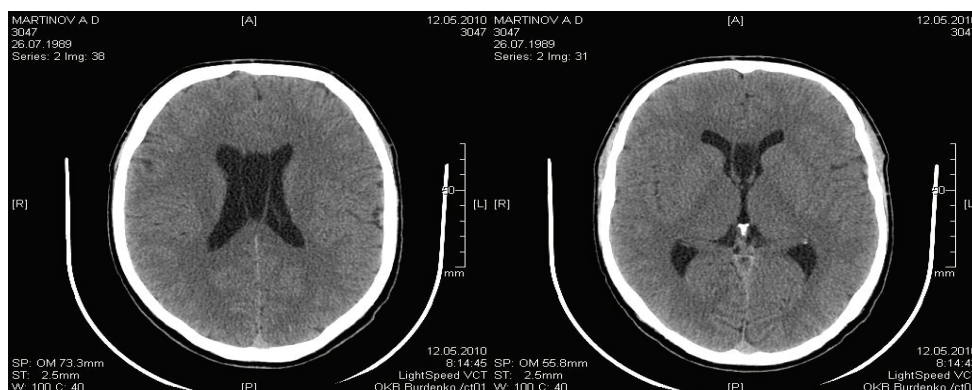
КТ головного мозга призывника М-ва М. И. Киста прозрачной перегородки
